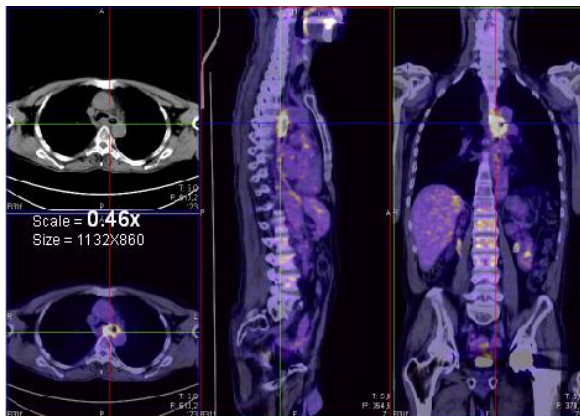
Explorare PET-CT în cadrul unui cancer scuamocelular mediotoracic
